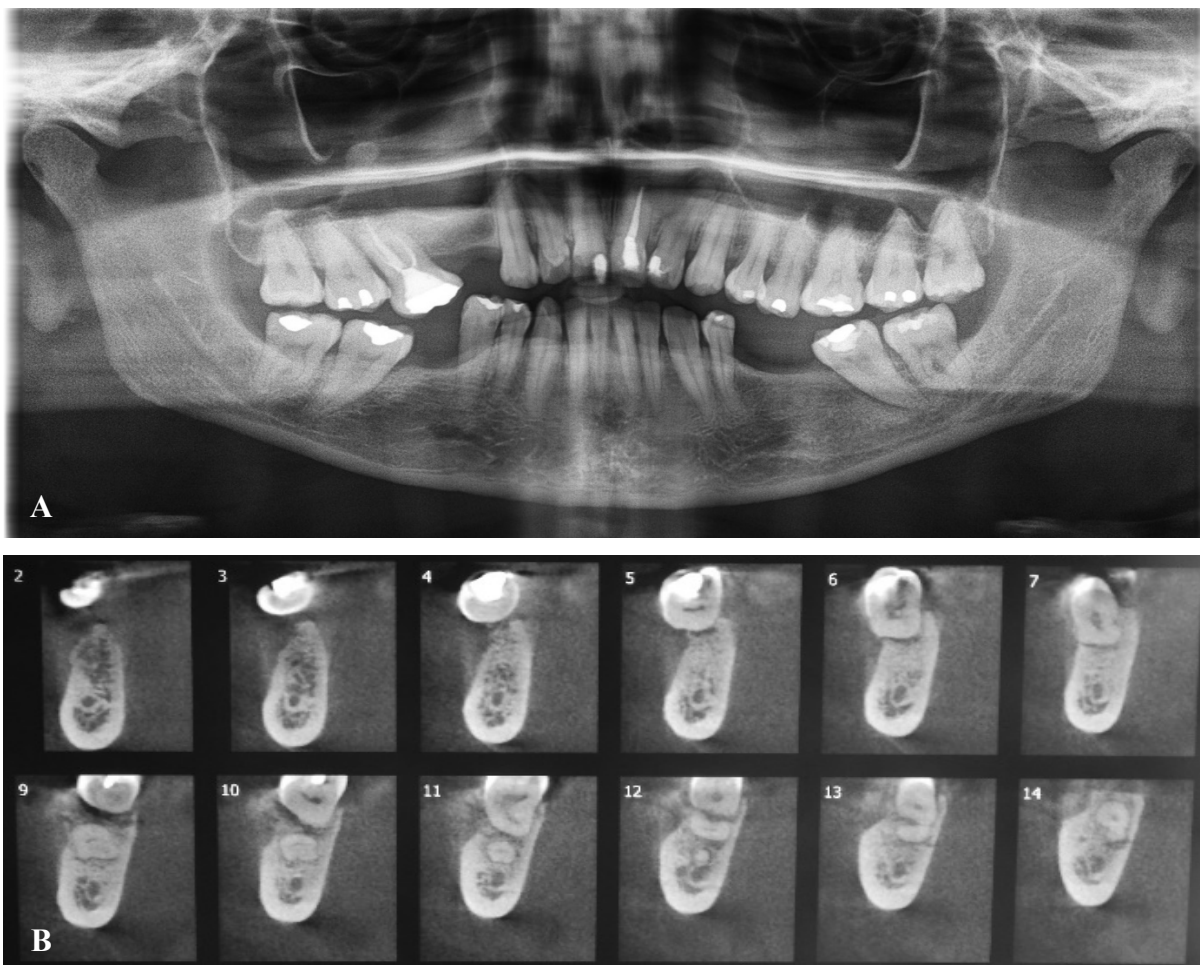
A) Radiografia panorâmica demonstrando discreto aumento do espaço do ligamento periodontal na raiz mesial do dente 37. B) Cortes transversais oblíquos obtidos por TCFC destacando áreas hiperdensas no interior da lesão e rarefação da cortical óssea subjacente (cortes 9 – 13), na região dos dentes 37 e 38.
